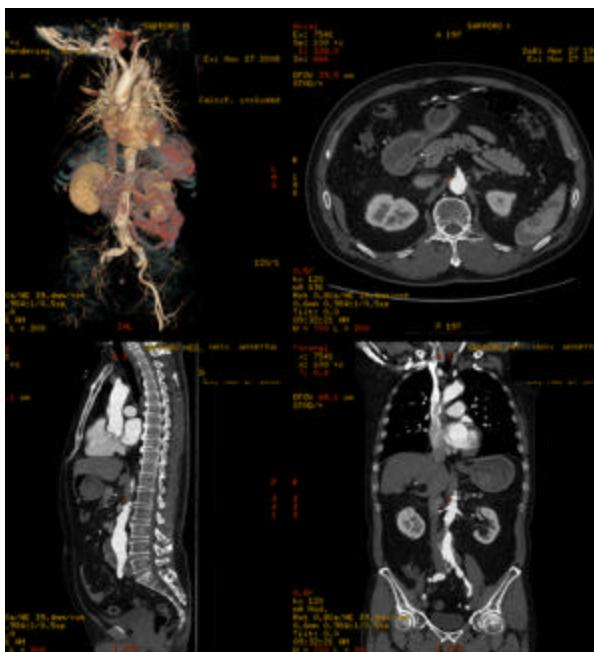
Karakteristične tачke obeležavanja od interesa za CT angiografsku analizu u 2D slici.
